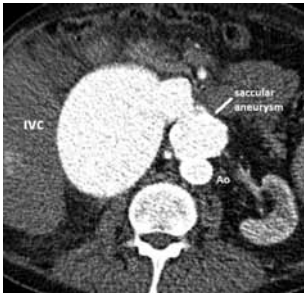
Computed tomography image showing dilated inferior vena cava (IVC), aneurysmal sac and the previous aortic stent in axial view.
